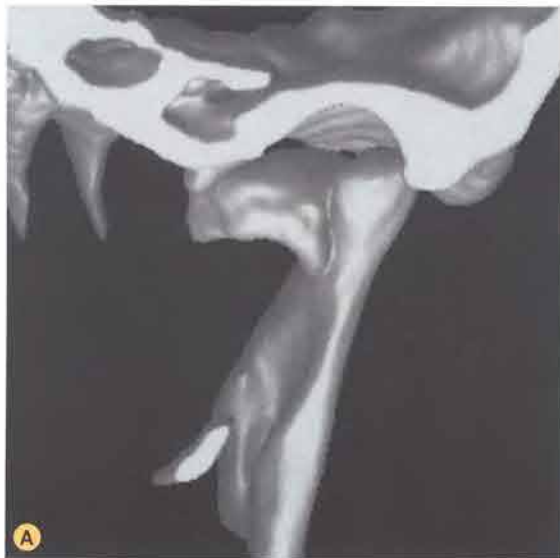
A. TC 3D: frattura parcellare scomposta della testa condilare. B. TC in proiezione assiale: frattura pluriframmentaria scomposta della testa del condilo sinistro.
